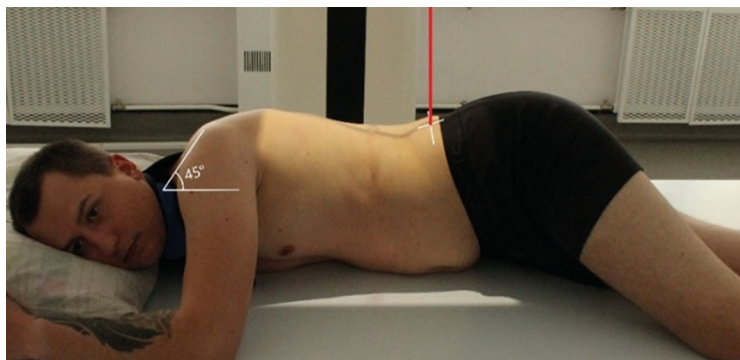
Рентгенография толстой кишки (ирригоскопия). Правая передняя/задняя косая проекция
